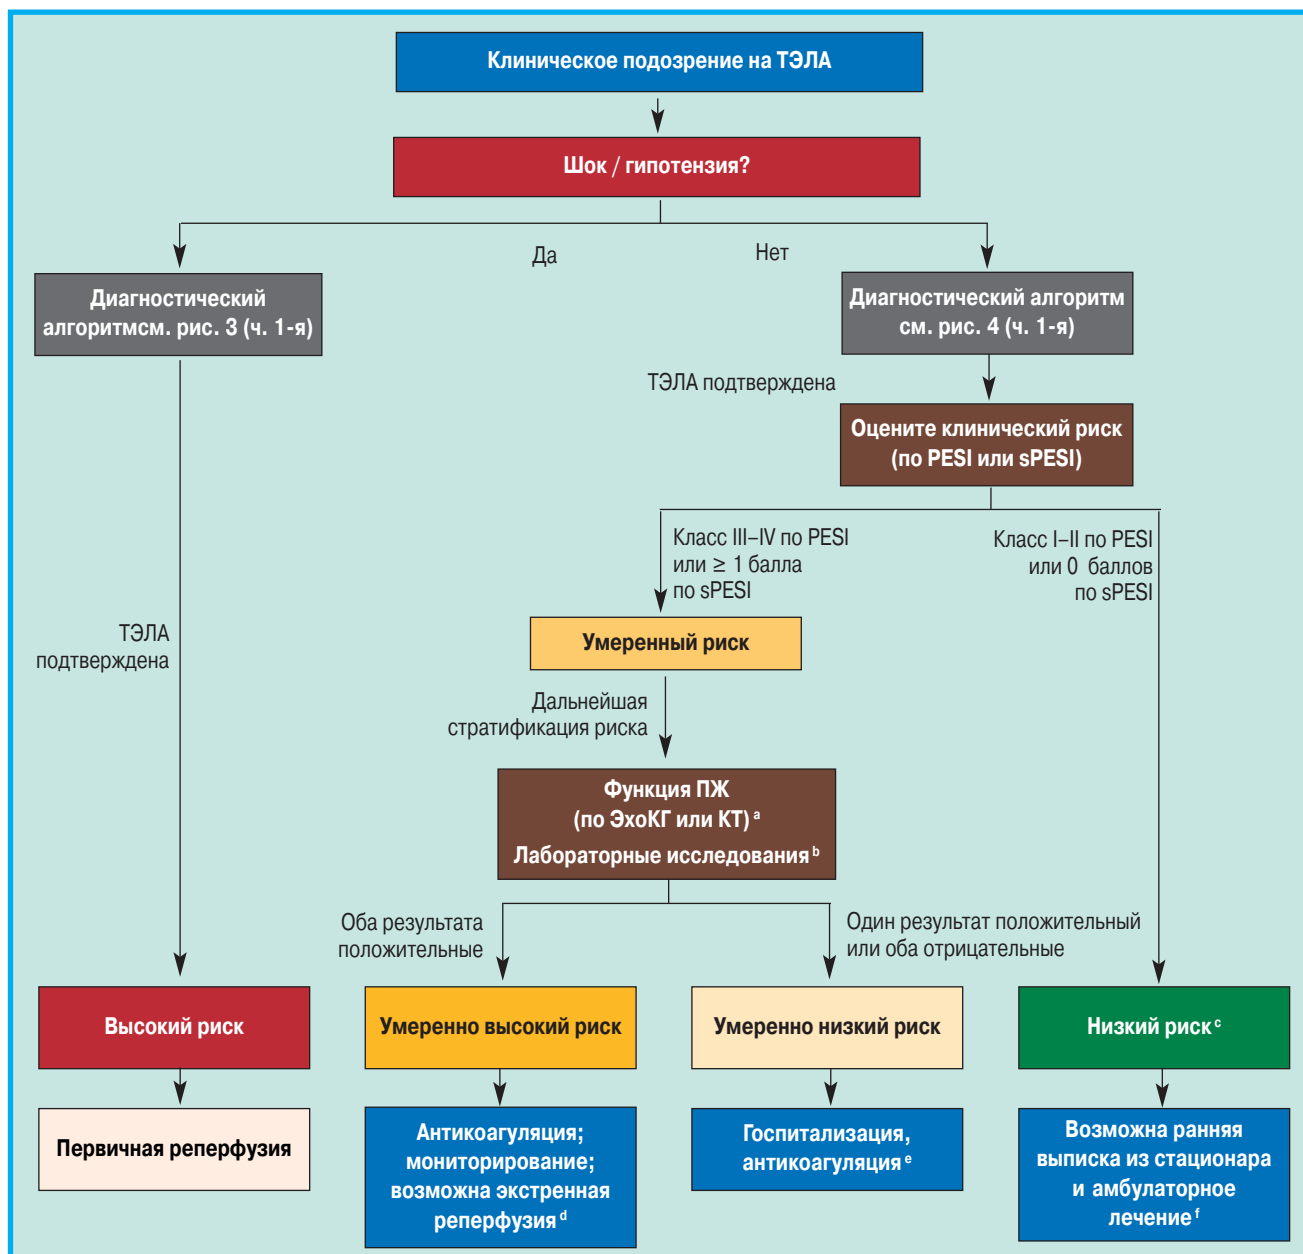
Ведение больных острой ТЭЛА в зависимости от риска летального исхода (для определения категорий риска см. табл. 9, ч. 1-я). Примечание: ^a – если ЭхоКГ уже выполнена во время диагностики ТЭЛА и при этом выявлена дисфункция ПЖ, либо если при КТ, выполненной во время диагностики ТЭЛА, получено увеличение ПЖ (соотношение ПЖ / ЛЖ $\geq 0,9$), следует измерить концентрацию тропонина в крови, кроме случаев, когда первичная реперфузия невозможна (например, из-за тяжелых сопутствующих заболеваний или ограниченной ожидаемой продолжительности жизни больного); ^b – маркеры повреждения миокарда (повышение кардиального тропонина I или T в плазме крови) либо маркеры сердечной недостаточности, возникшей в результате дисфункции ПЖ (повышение натрийуретического пептида в плазме крови). Если лабораторное определение кардиологических биомаркеров уже проведено при первичной диагностике и результат положительный, следует выполнить ЭхоКГ для оценки функции ПЖ либо оценить размеры ПЖ при КТ; ^c – больные с классом I–II по PESI или 0 баллов по sPESI и повышением кардиологических биомаркеров либо с визуализационными признаками дисфункции ПЖ должны быть отнесены в категорию умеренно низкого риска. Это правило приложимо к ситуации, когда результаты исследования биомаркеров становятся известны до расчета клинического индекса тяжести. Такие больные чаще всего не могут лечиться амбулаторно; ^d – тромболитическое лечение, если появляются симптомы гемодинамической декомпенсации (сразу при их появлении). Хирургическая легочная эмболизмомия или чрескожное катетерное лечение могут быть альтернативой системному тромболитическому лечению, особенно при высоком риске кровотечений; ^e – мониторинг необходим больным с подтвержденной ТЭЛА и положительным тропониновым тестом, даже если отсутствуют признаки дисфункции ПЖ при ЭхоКГ или КТ; ^f – в проспективных исследованиях амбулаторного ведения больных упрощенный вариант PESI не был валидизирован. В 2 нерандомизированных исследованиях использовались другие критерии включения.
